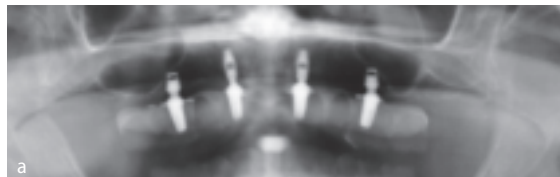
Ортопантомограмма в момент установки зубного протеза из TRINIA (a) и после четырех лет функционирования (b)
